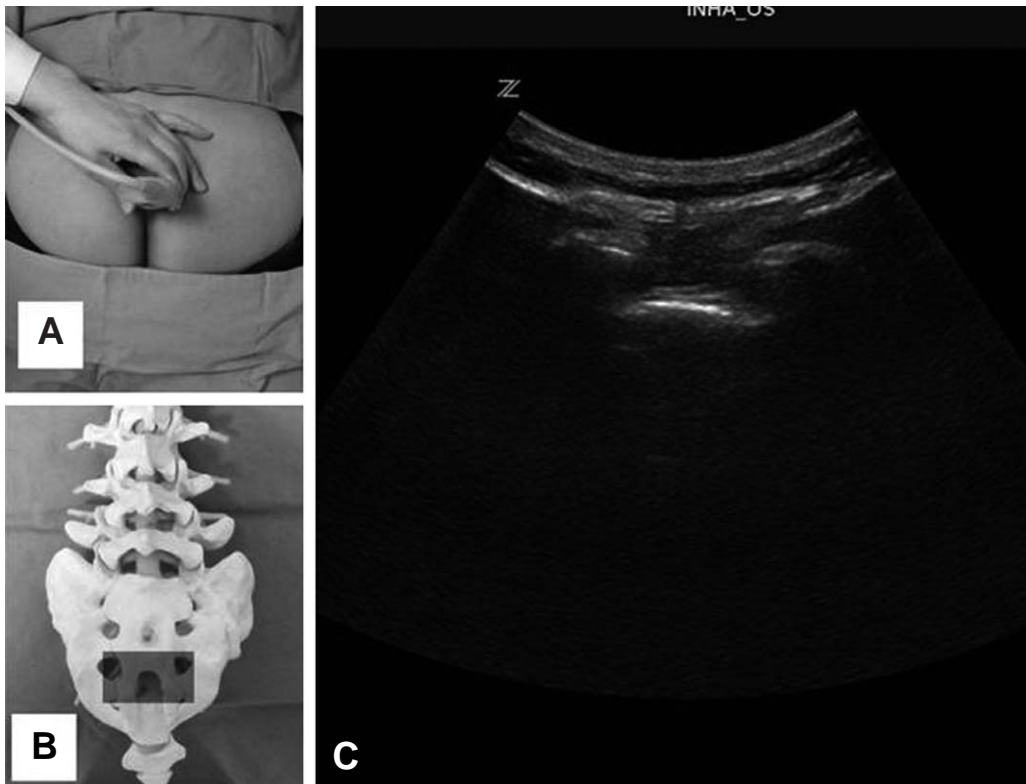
The transverse view of sacral hiatus (A) photo, (B) skeleton, (C) ultrasound.
